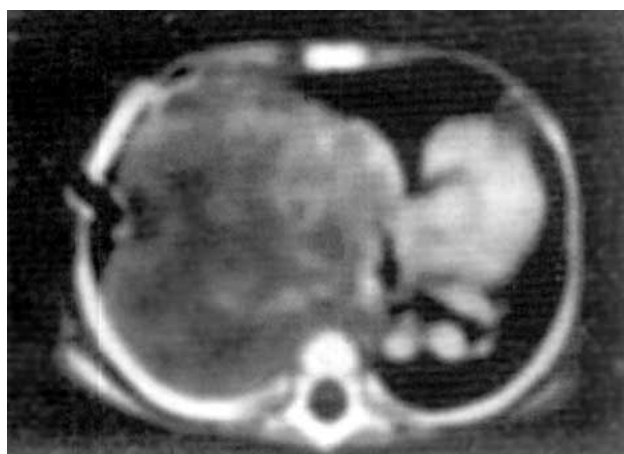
TAC simple y contrastada de tórax, se aprecia masa heterogénea con componente sólido y quístico que desplaza pericardio y comprime vía aérea.
